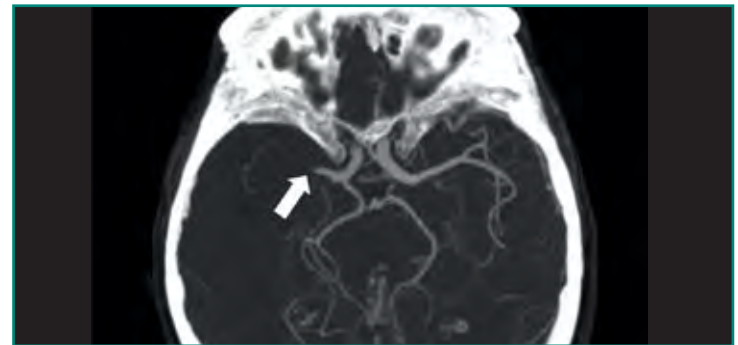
Angio-TC que muestra oclusión de la ACM derecha (flecha).
